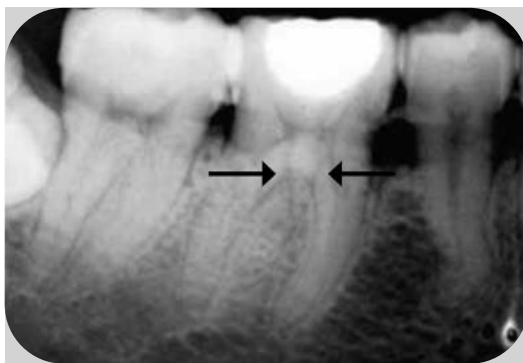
Radiografía que presenta dos líneas radiolúcidas cruzadas correspondientes al ligamento periodontal de una raíz y al conducto radicular. (20)
